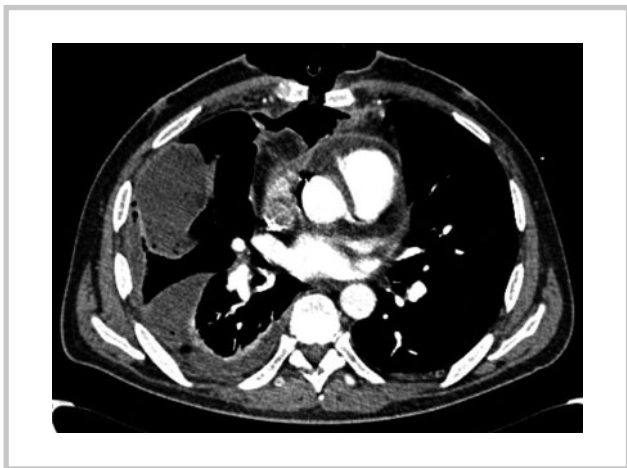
Компьютерная томограмма грудной клетки с установленной проточно-вакуумной системой в аксиальной проекции на уровне корня аорты.
